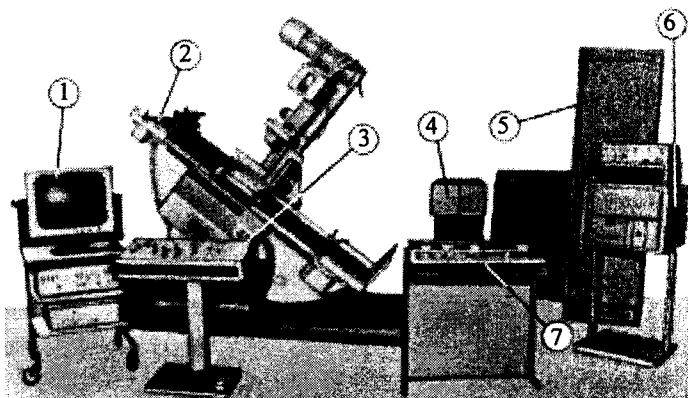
Рентгенодіагностичний телекеруючий комплекс "Рентген-100Т":
